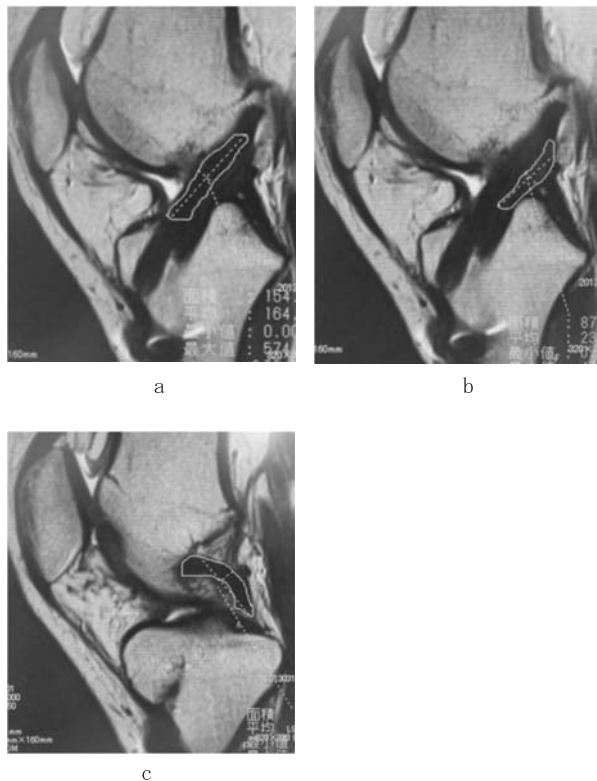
MRI画像. Region of interest (ROI) の測定方法.
